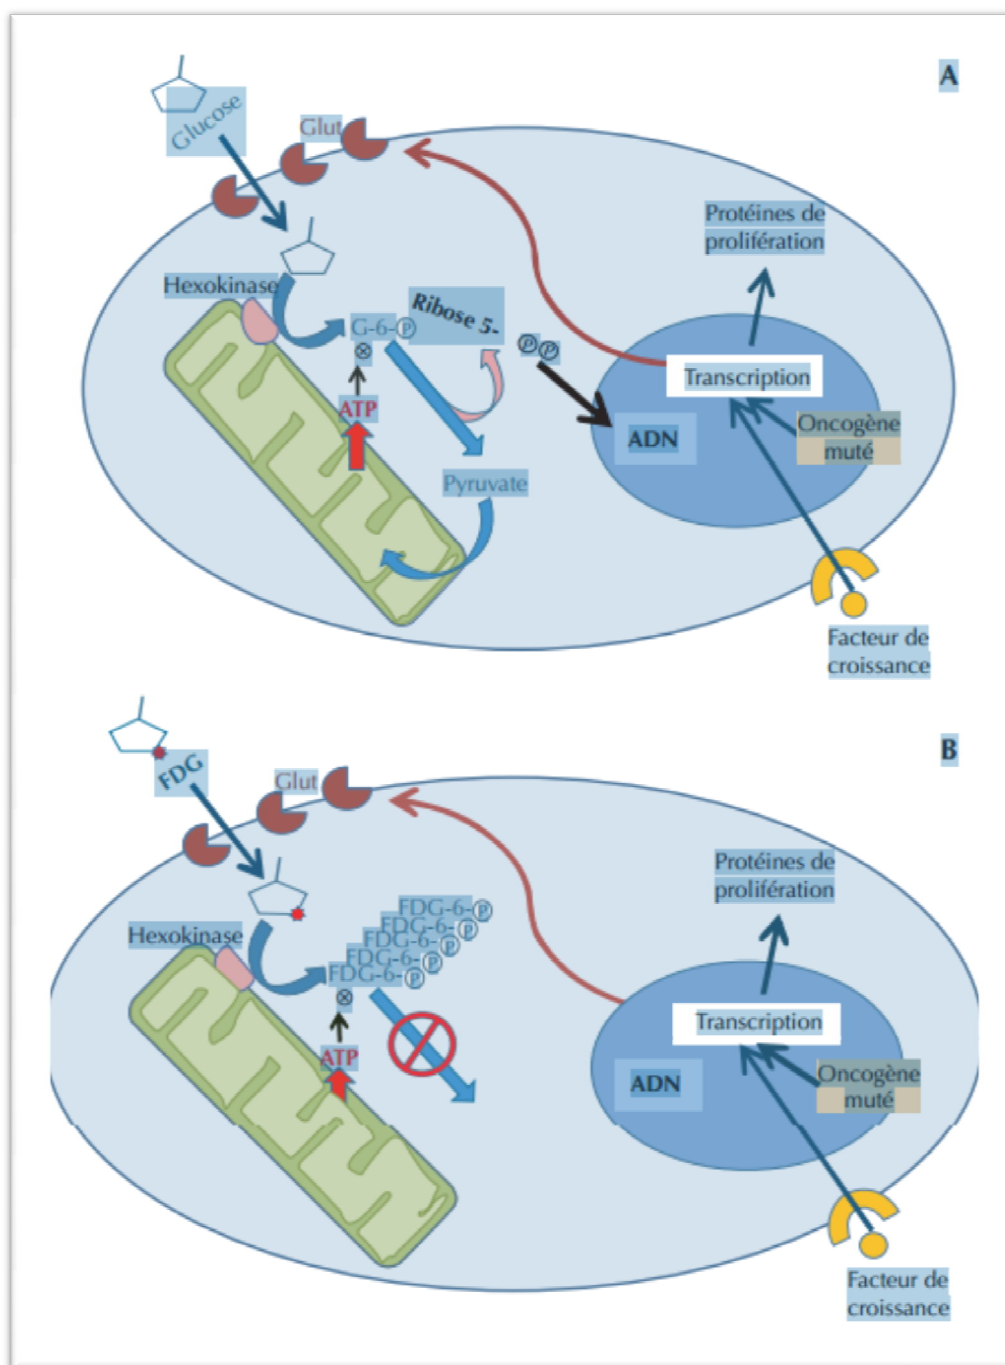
Métabolisme du glucose et du FDG dans les cellules en prolifération
